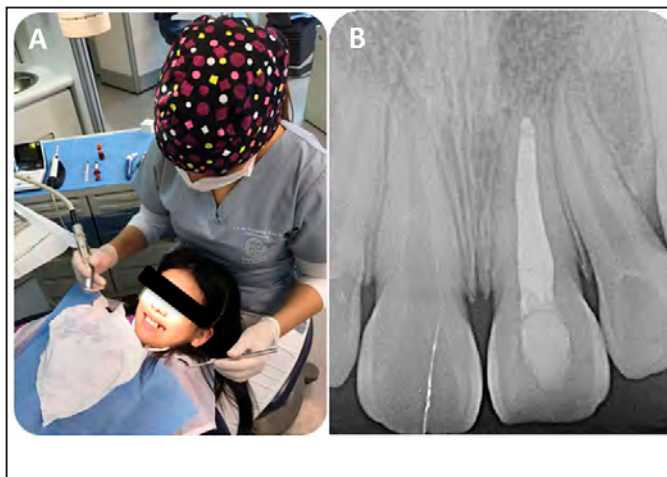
A. se observa a la paciente con buena aceptación a la atención odontológica, receptiva y tranquila. B. Radiografía periapical en la cual se evidencia obturación definitiva de pieza dentaria y restitución del ligamento periodontal apical.
